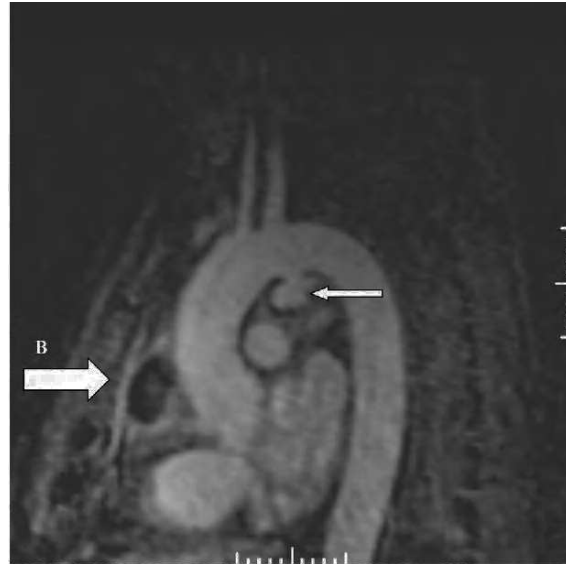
Angiorresonancia magnética nuclear torácica: aneurisma en cayado aórtico (A) y colección intrapericárdica (B).
